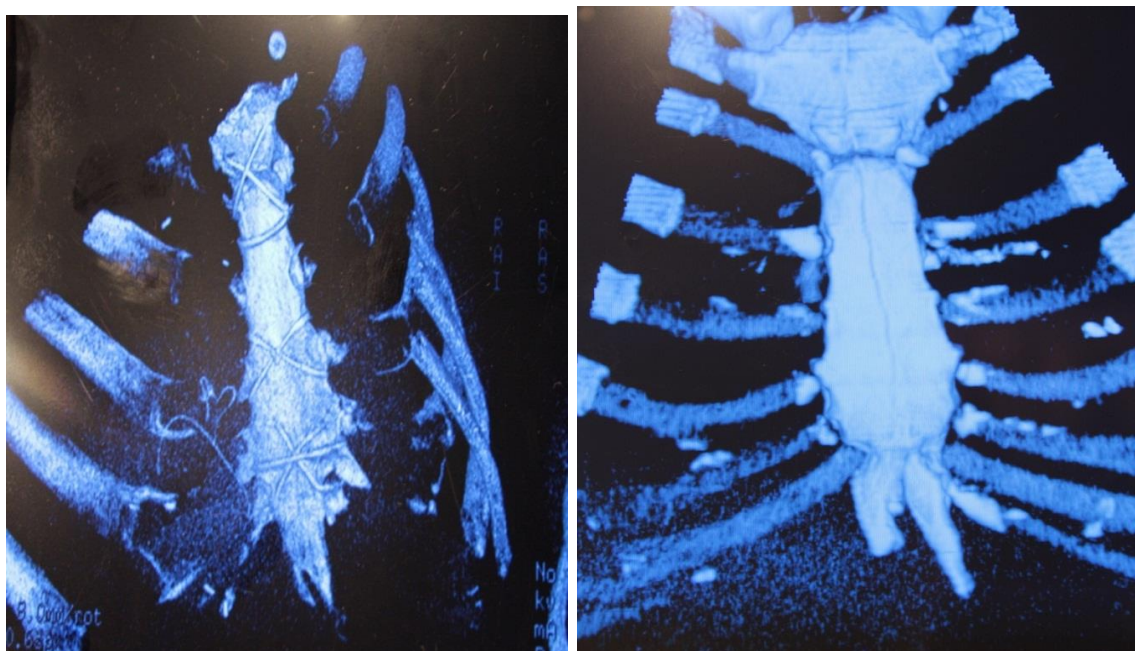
Компьютерная томограмма грудины после альтернативного остеосинтеза капроном у больного Н. Высокая эффективность заживления стернотомной раны.
